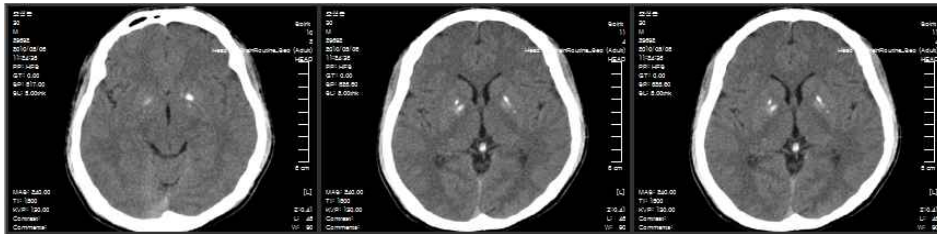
Brain CT of the patient's 30-year-old son.
